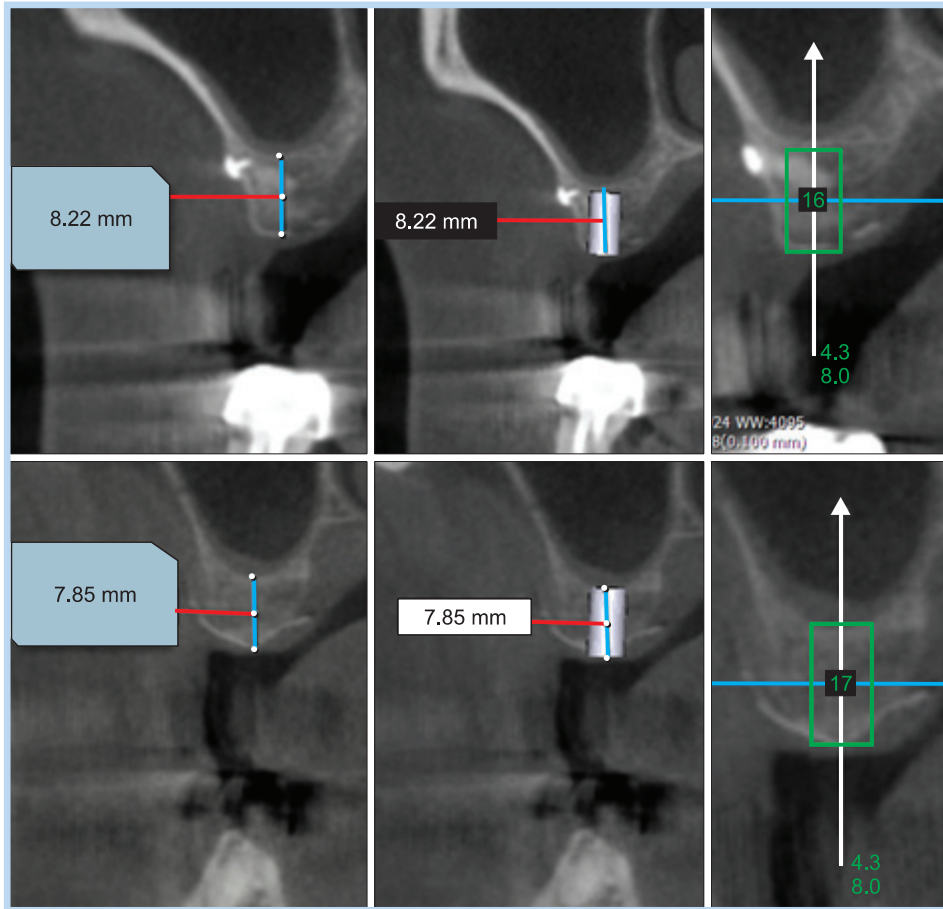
Postoperative computed tomography images (taken after 6 months from ridge augmentation).
